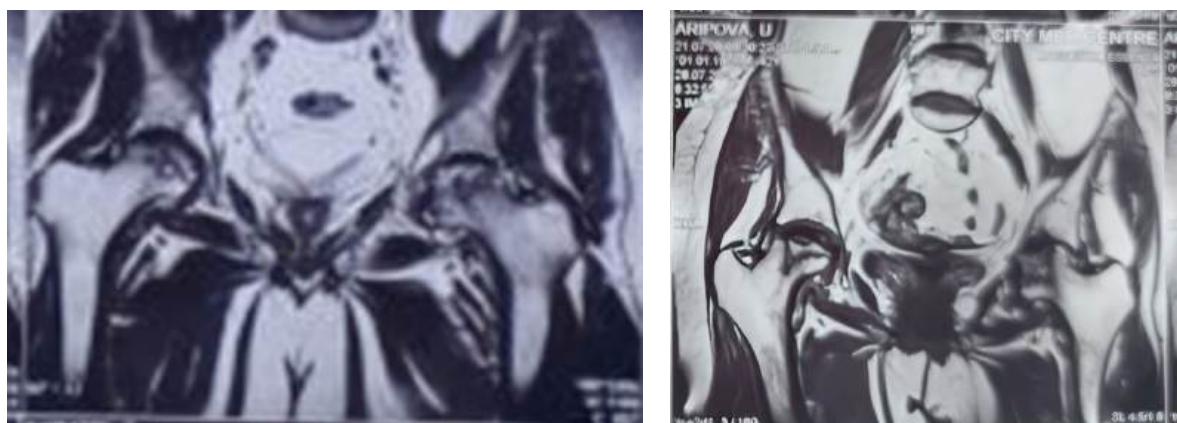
МРТ костей таза: очаги дегенерации хрящевой ткани (темные участки), области разрушения структур головки бедренной кости.
